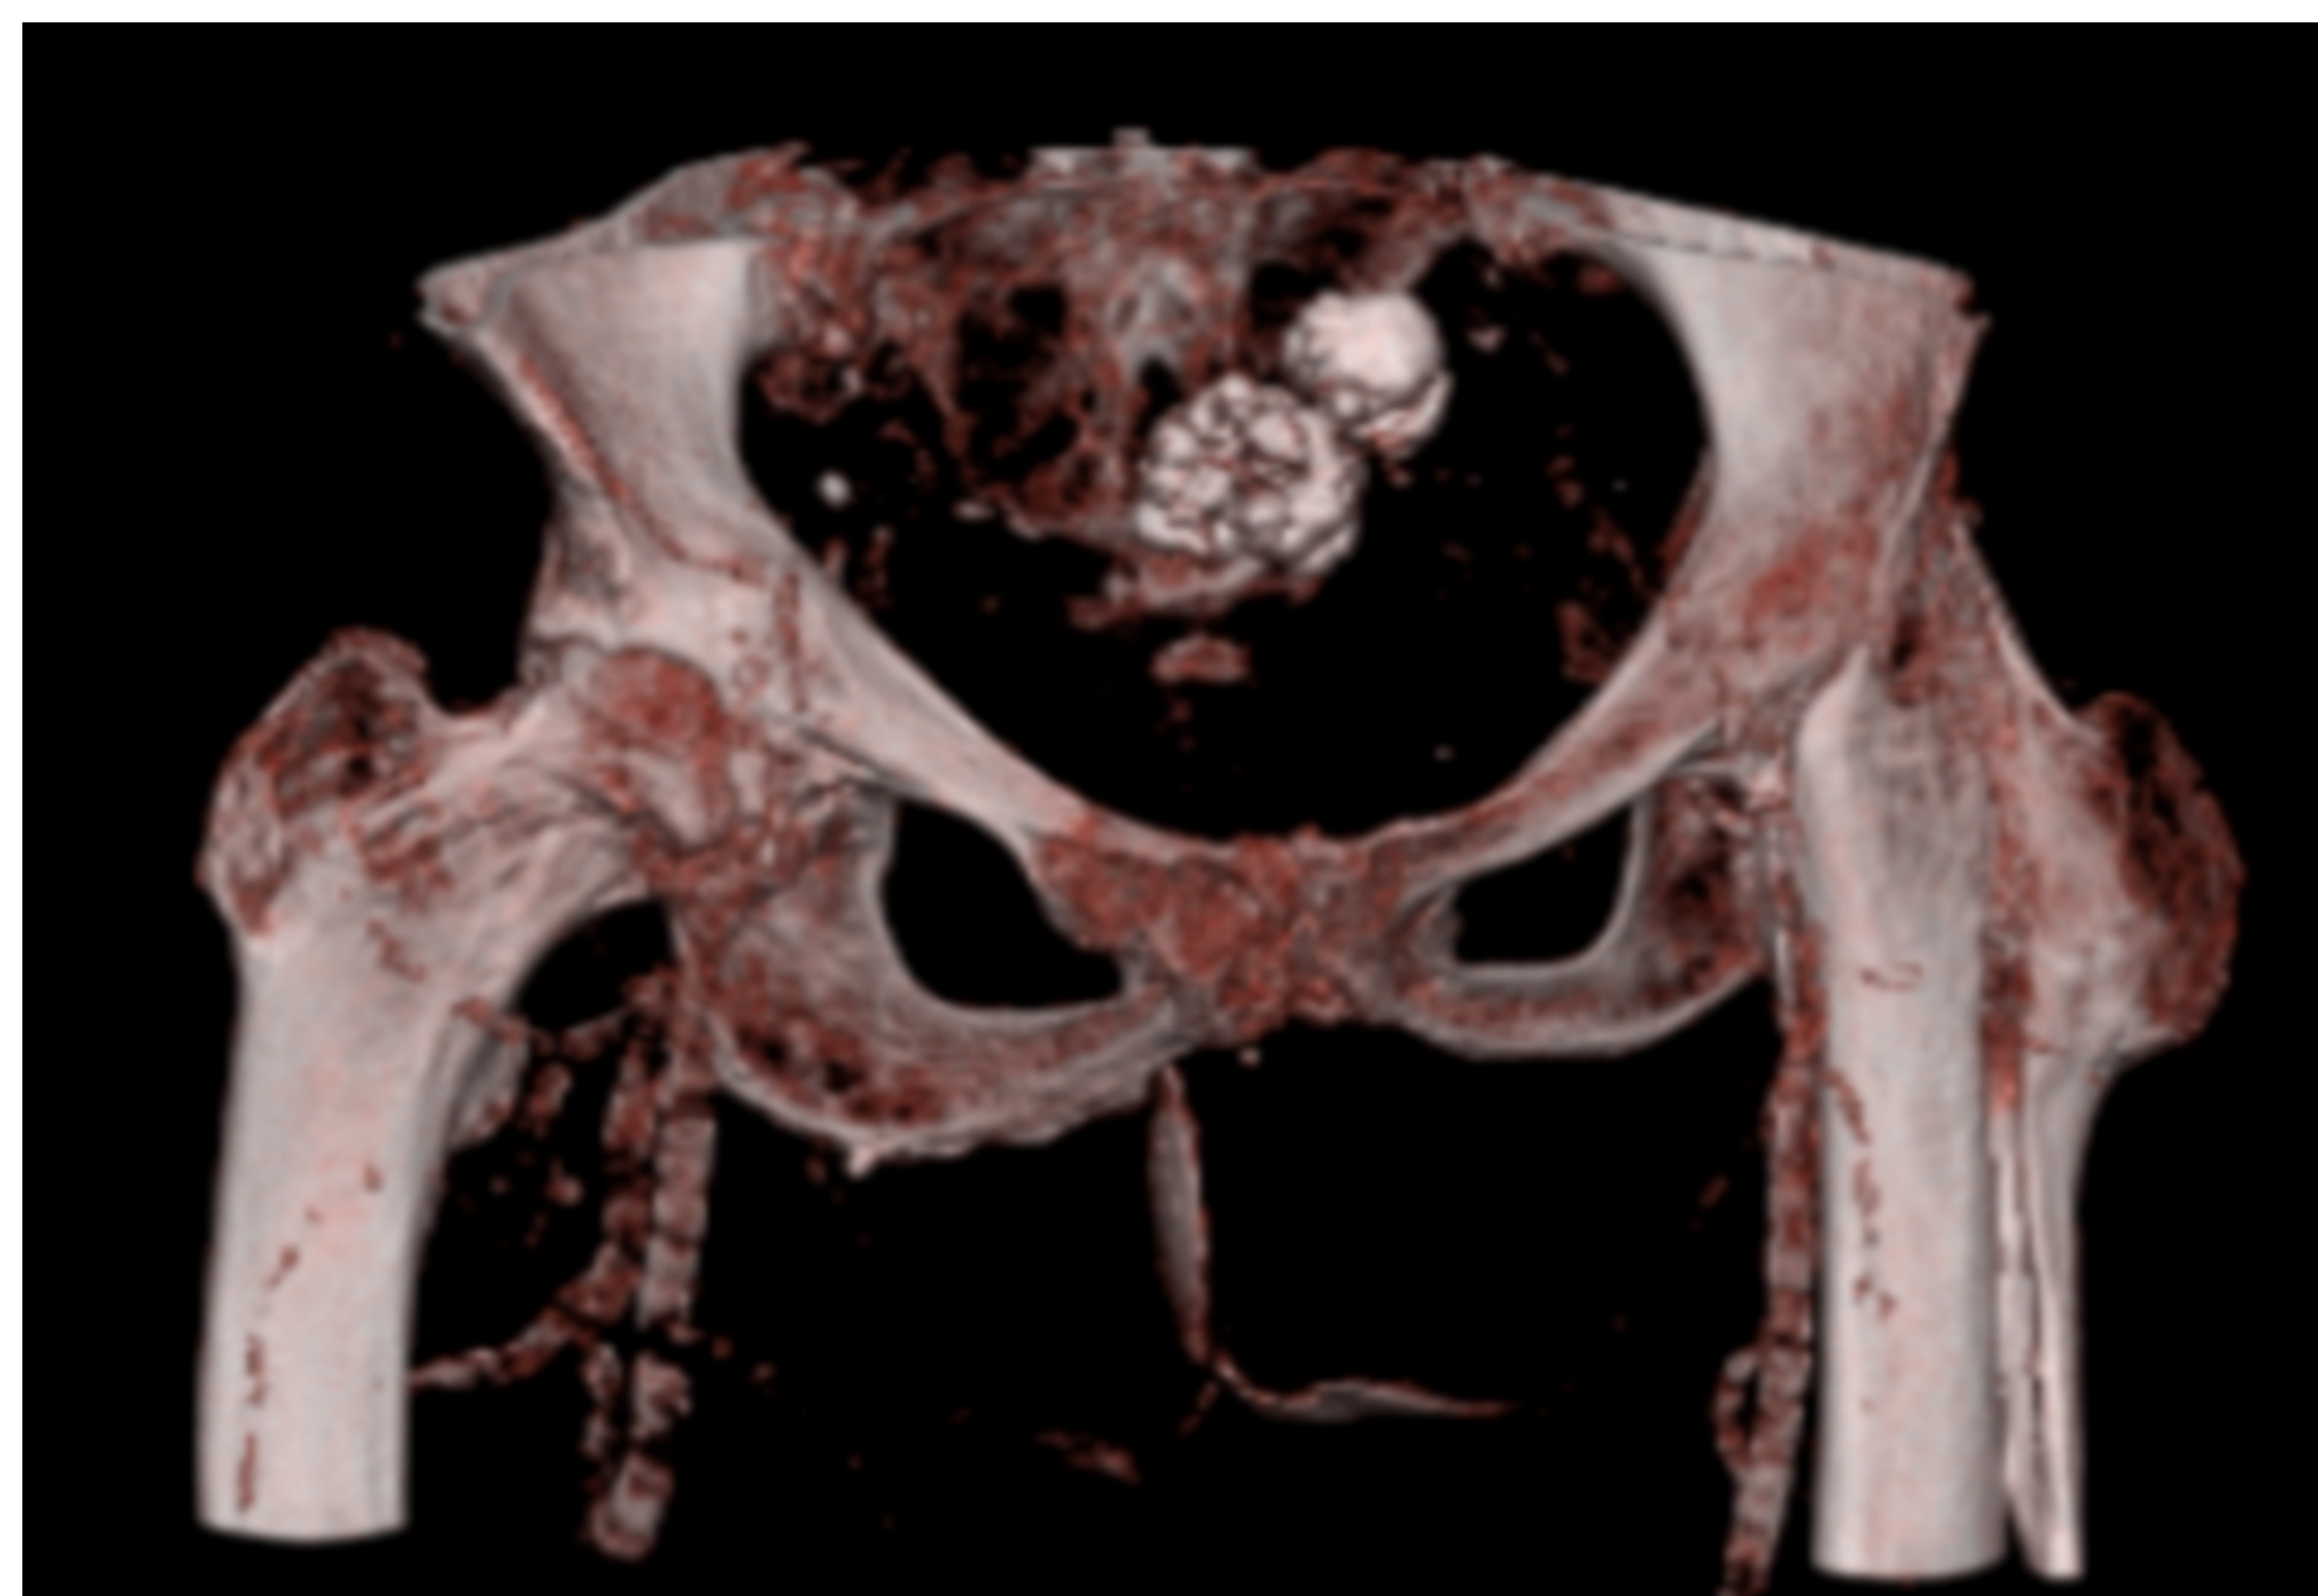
Reconstrucción TAC.
